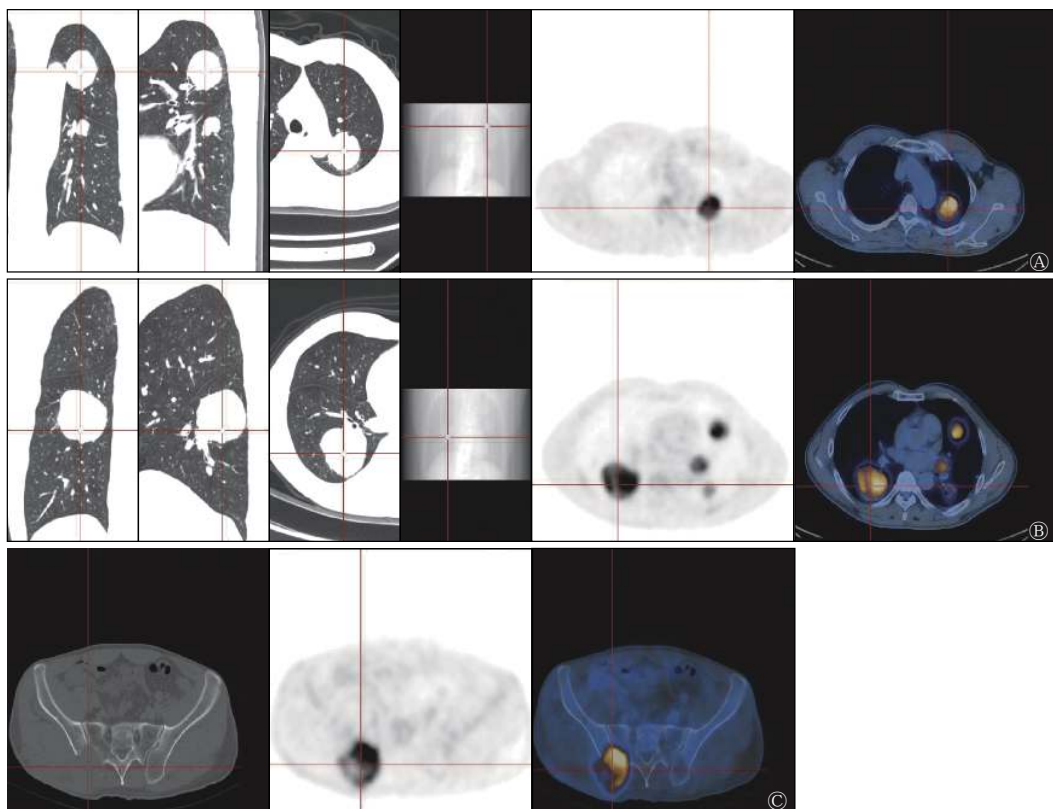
多发肺孤立性纤维瘤患者(男性, 48岁)的¹⁸F-FDG PET/CT图 A、B从左到右依次为CT肺窗三维重建(冠状面、矢状面、横断面、定位图)、PET及PET/CT融合图, 显示左肺上叶和右肺下叶多发糖代谢异常增高的结节及肿块, 病灶密度均匀, 边界清晰, SUV_{max}=10.2; C从左到右依次为CT骨窗、PET及PET/CT融合图, 显示右侧骶髂关节溶骨性骨质破坏伴糖代谢异常增高, SUV_{max}=13.1。FDG为氟脱氧葡萄糖; PET为正电子发射断层显像术; CT为计算机体层摄影术; SUV_{max}为最大标准化摄取值
